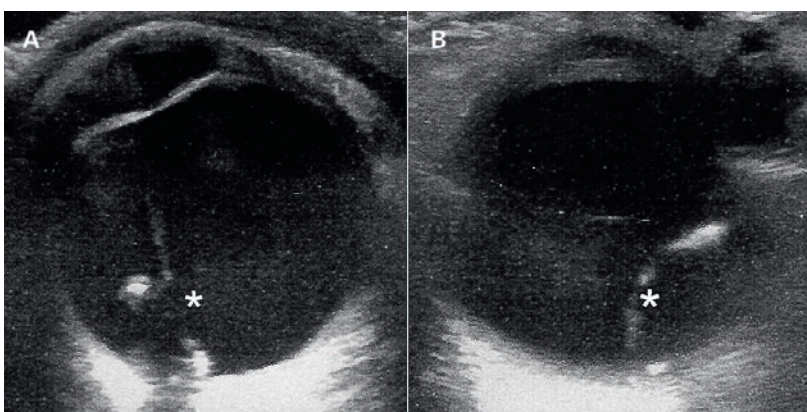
A) und B) In der Sonographie (Linearsonde 9 Mhz; LOGIQ S8, GE Healthcare) zeigt sich der hypoechoogene Bulbus oculi mit typischer dorsaler Schallverstärkung. An die Augenhinterwand angrenzend ist eine laminäre Struktur (markiert mit *) mit dorsalem Schallschatten darstellbar.
